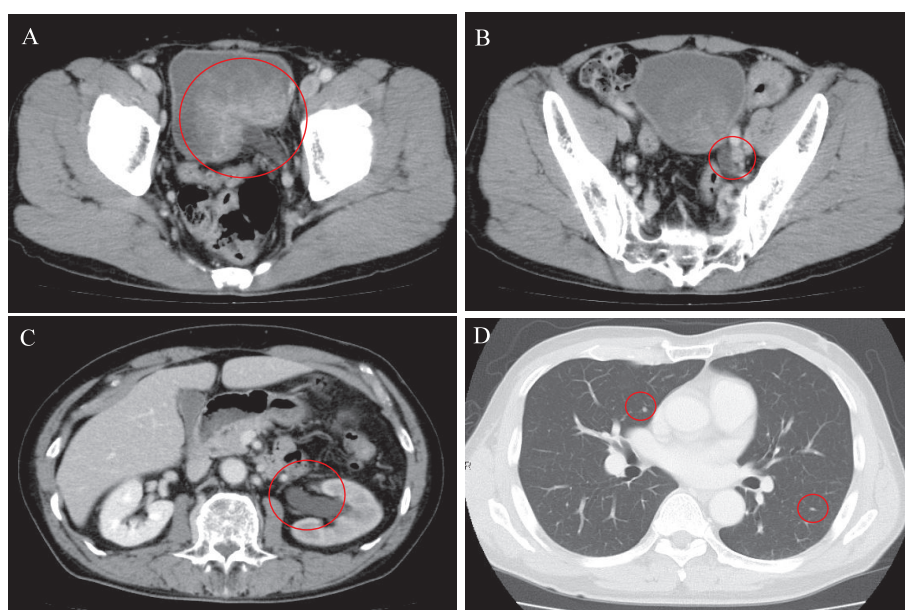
CT shows a large enhanced vesical tumor (A), left internal iliac lymphadenopathy (B), left hydronephrosis (C) and multiple lung metastases (D).
